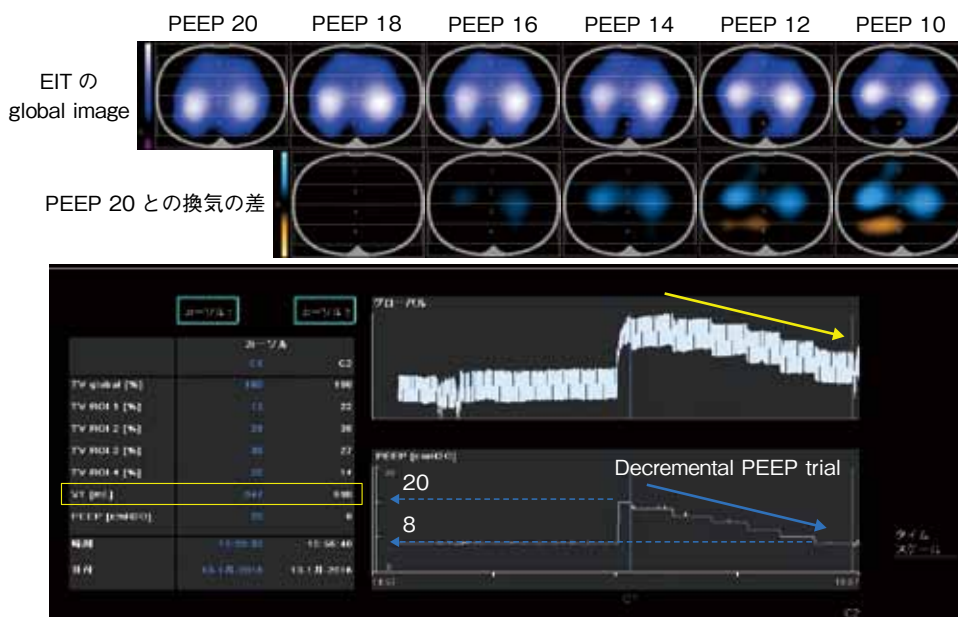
Electrical impedance tomography を用いた Decremental PEEP trial の経過
